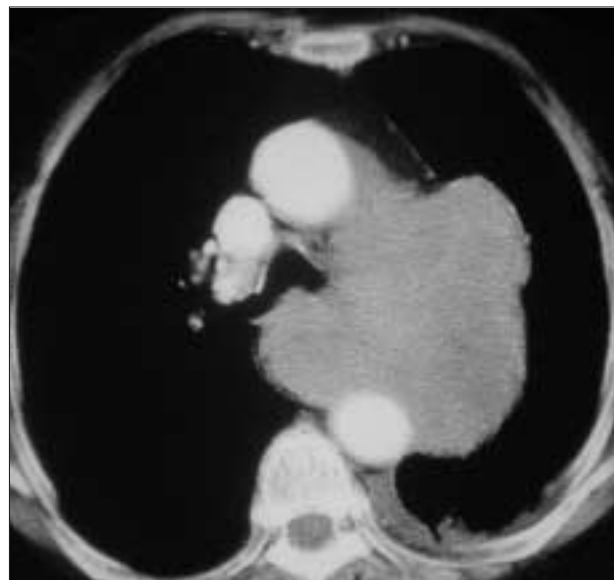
TDM du même patient.
